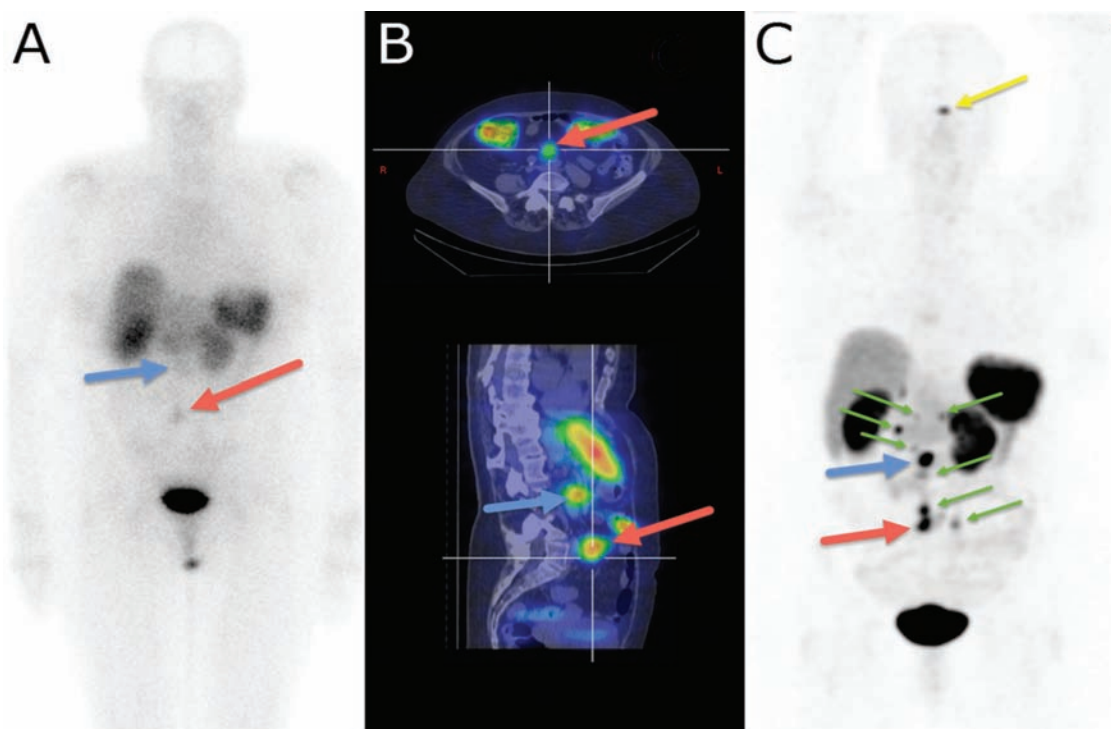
Images obtained at Octreoscan (A and B) and Octreotate (C) in the same patient within one month interval. Octreoscan scintigraphy (A): the red arrow points to a somatostatin receptor overexpressing lesion and the blue arrow indicates an abdominal equivocal lesion. SPECT-TDM with Octreoscan (B): two lesions clearly visible (arrows red and blue). PET-Octreotate (C): confirms that both lesions visible to Octreoscan over-express somatostatin receptors in addition to seven other lesions (green arrows). Physiological pituitary uptake (yellow arrow).
